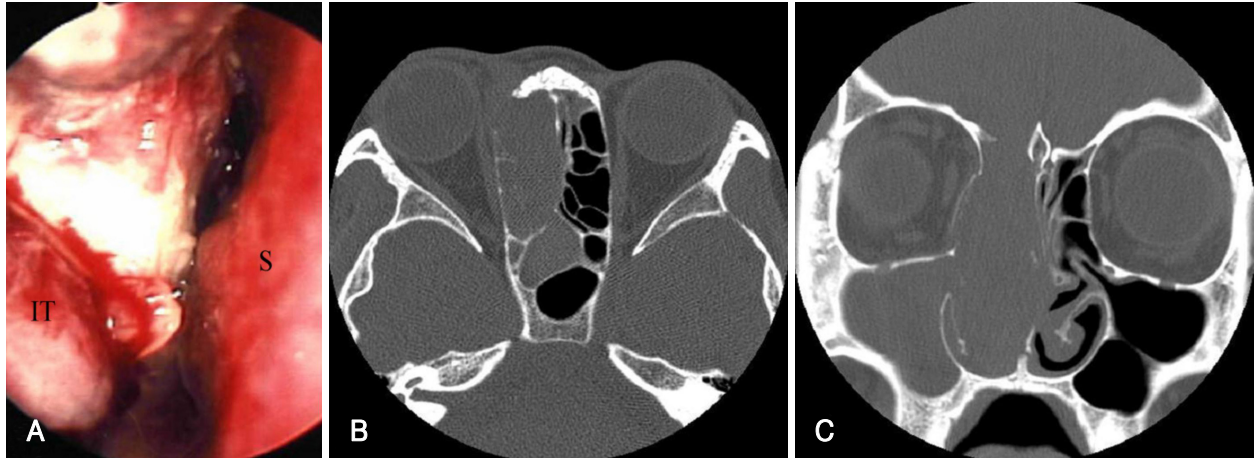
Preoperative endoscopic and paranasal CT findings. Endoscopic finding of right nasal cavity shows a reddish polypoid mass located between the nasal septum and inferior turbinate (A). Axial (B) and coronal (C) CT images show soft tissue density mass like lesion in the right nasal cavity. The mass is protruded toward right orbit and accompanied by erosive change of cribriform plate, crista galli and lamina papyracea. S: septum, IT: inferior turbinate.
